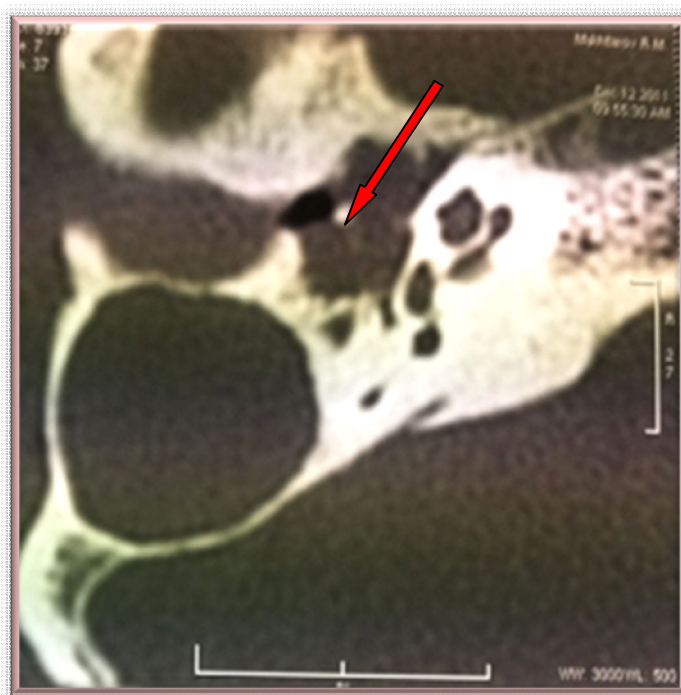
Фрагмент КТ височной кости. Полость, объединяющая наружный слуховой проход, анtrum и тимпанум, субтотально заполненная мягкотканым субстратом, на фоне которого дифференцируются остатки рукоятки и шейки молоточка (указаны стрелкой).
